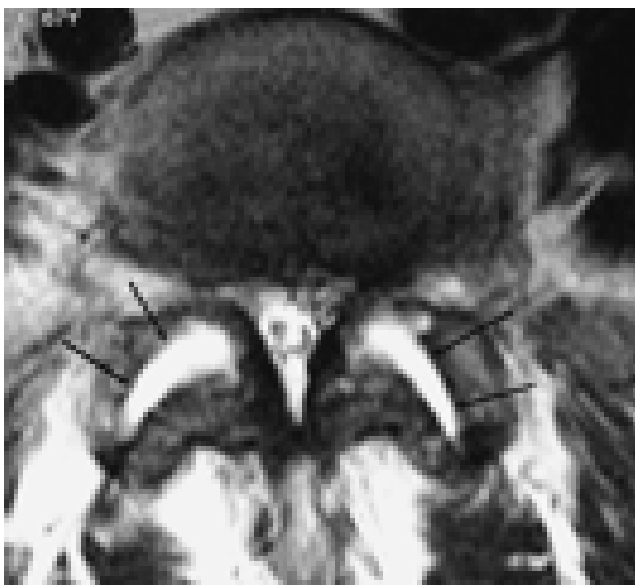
IRM secuencia T2. Distensión por líquido (hidrartrosis) de ambas articulaciones facetarias (flechas).
